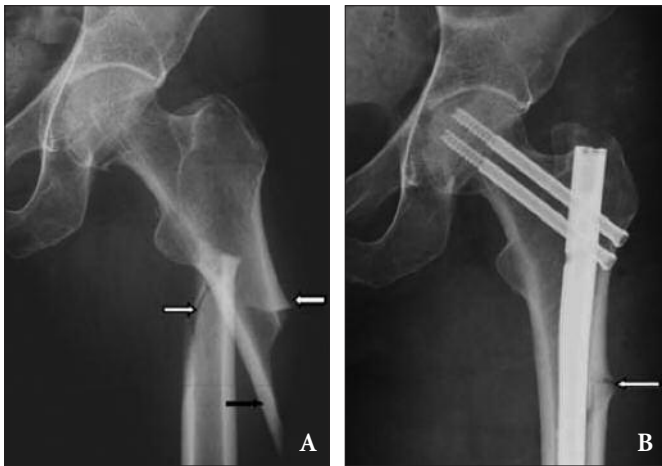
Radiografia in antero-posteriore di una frattura femorale diafisaria atipica prima (A) e dopo (B) riparazione chirurgica [19]
